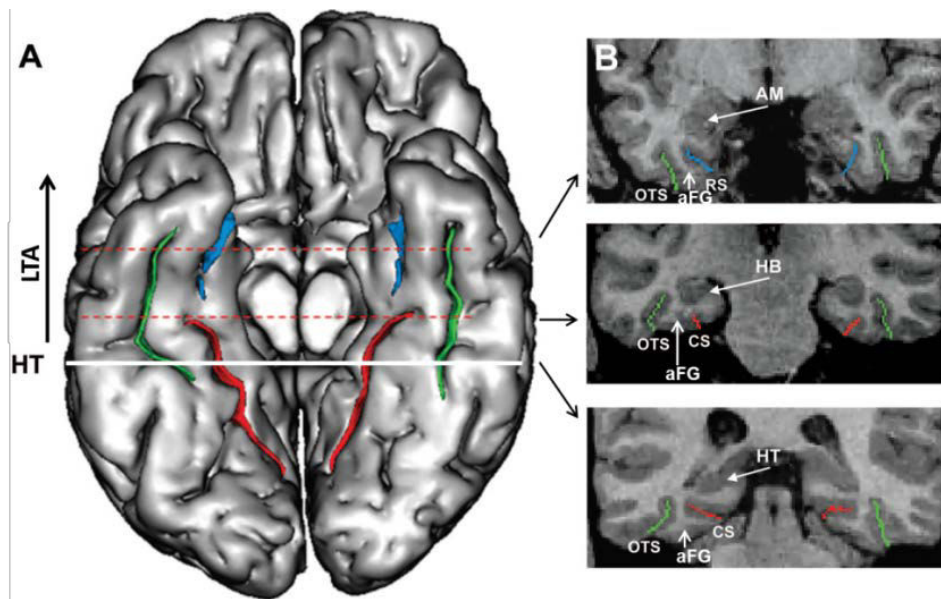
Structures anatomiques de la partie ventrale du lobe temporal antérieur. A. Surface en 3D du cortex temporal ventral. La limite postérieure du lobe temporal antérieur (LTA) est souvent définie par la queue de l'hippocampe (Kim et al., 2000), matérialisée ici par une basse horizontale blanche (HT = hippocampal tail). B. Coupes coronales IRM le long du lobe temporal antérieur. Le sillon occipito-temporal (OTS) est indiqué en vert, le sillon collatéral moyen ou « proper » (CS) en rouge, et la partie toute antérieure du sillon collatéral ou sillon rhinal (RS) en bleu. Par simplicité, dans nos études, la partie antérieure du sillon collatéral moyen en avant de la queue de l'hippocampe et le sillon rhinal ont tous les 2 été considérés comme le sillon collatéral antérieur. Le gyrus fusiforme antérieur (aFG) se situe entre le sillon occipito-temporal et le sillon collatéral moyen ou le sillon rhinal. Adapté de Kim et al. (2008).
